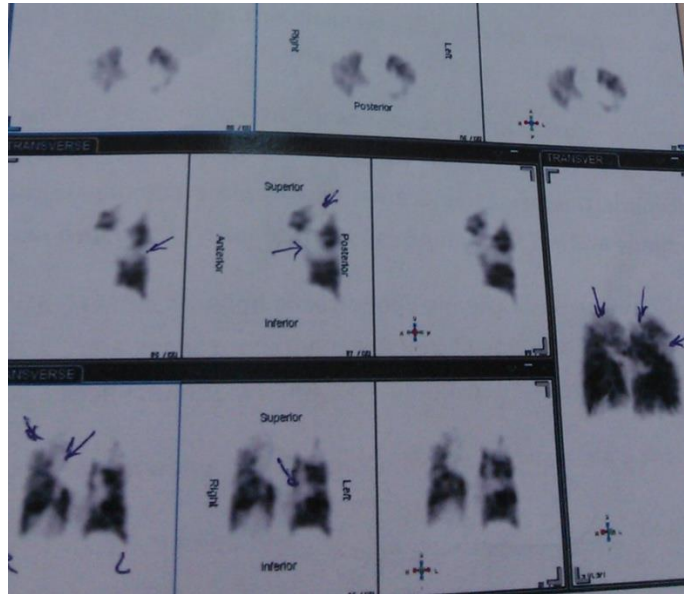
Сцинтиграфия больного с коморбидностью
